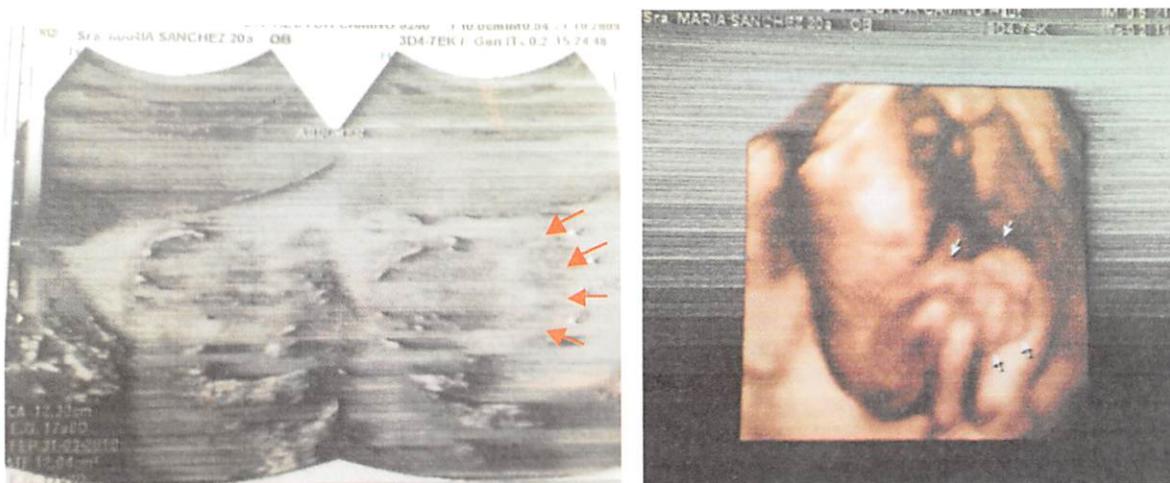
Gastrosquisis. Ecografía Prenatal A. Se observa defecto de pared abdominal anterior con protrusión de asas intestinales. B. Eco 3-D muestra asas intestinales fuera de la cavidad abdominal.
